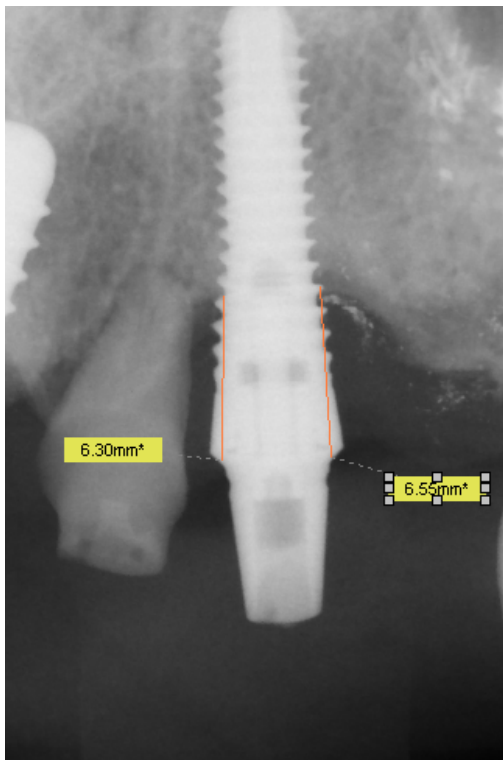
Messen des radiologischen Knochenniveaus an einem Kleinbildröntgen in Rechtwinkeltechnik
